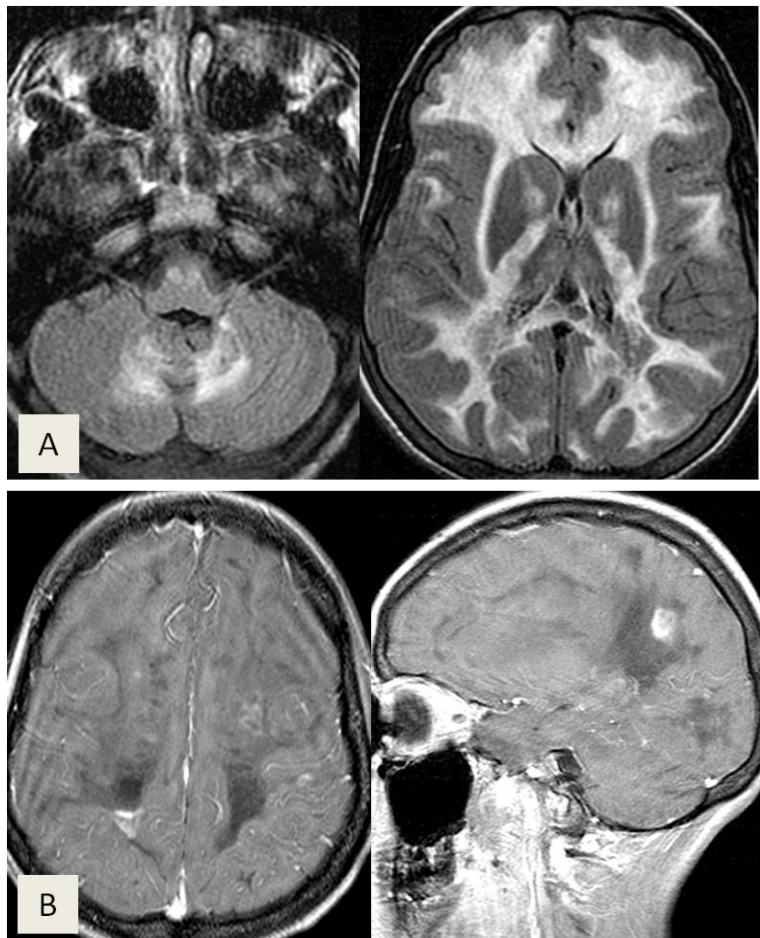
L'IRM cérébrale montre un œdème parenchymateux diffus supra- et infra-tentorial (coupes axiales : A), avec rehaussement nodulaire par endroit (coupe axiale et coronale : B).
